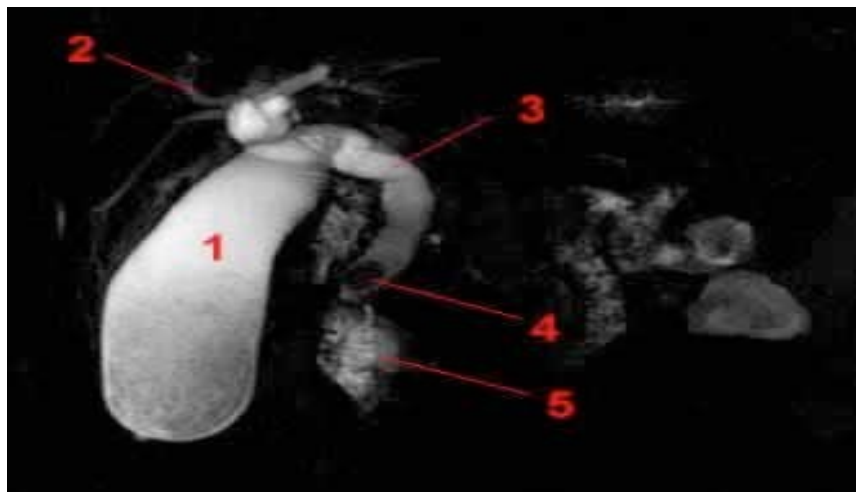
Aspect d'une LVBP (N°4) à la cholangio-IRM en hyposignal au sein d'une bile en hypersignal T2. (1 : vésicule biliaire, 2 : voies biliaires intra-hépatiques dilatées, 3 : cholédoque, 5 : duodénum)
